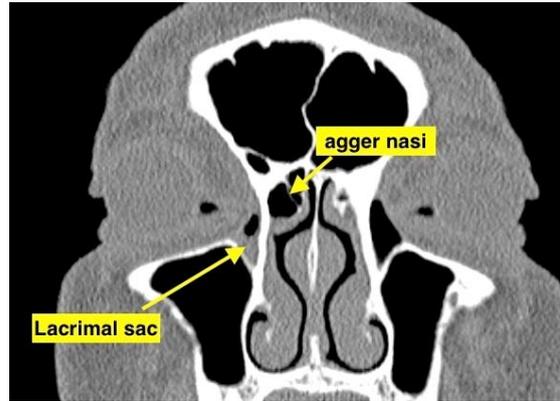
TAC corte coronal a nivel del saco lagrimal y la celda de agger nasi
